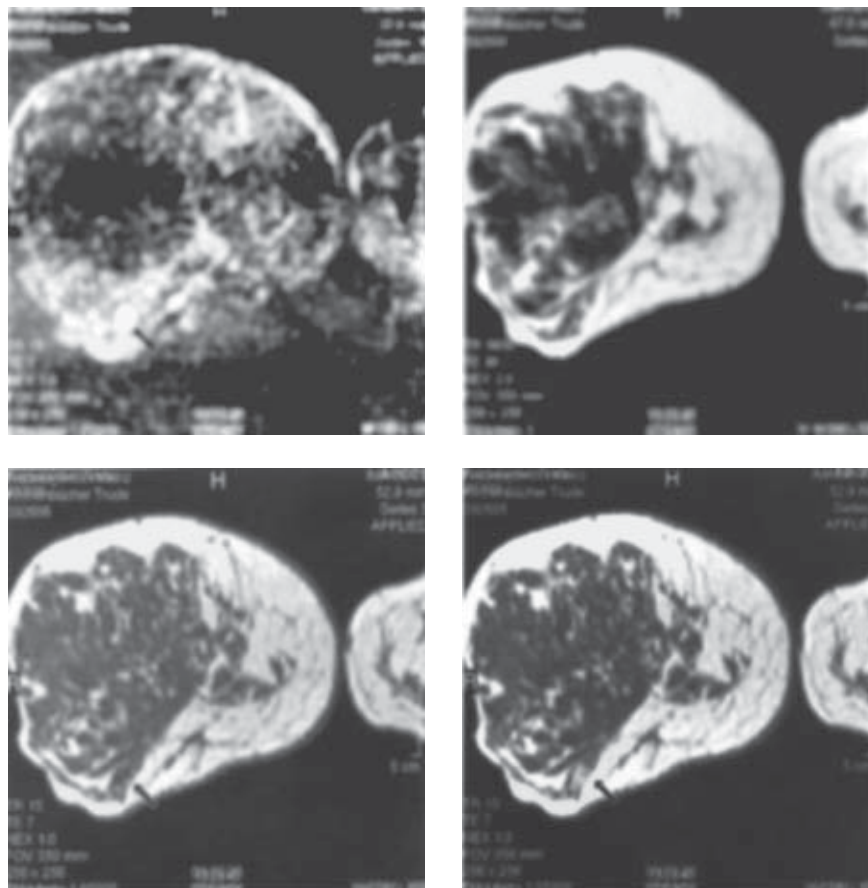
На МРТ-сканах правой МЖ пациентки Д. в коронарной проекции в T1-взвешенном изображении с контрастным усилением определяется гомогенно контрастированное объемное образование с четкими ровными контурами (стрелка, верхний левый скан, субтракционное изображение). На верхнем правом и нижнем левом скане (стрелка) — гипоинтенсивное. На нижнем правом скане определяется начальное накопление контраста на 1-й минуте исследования (стрелка)
